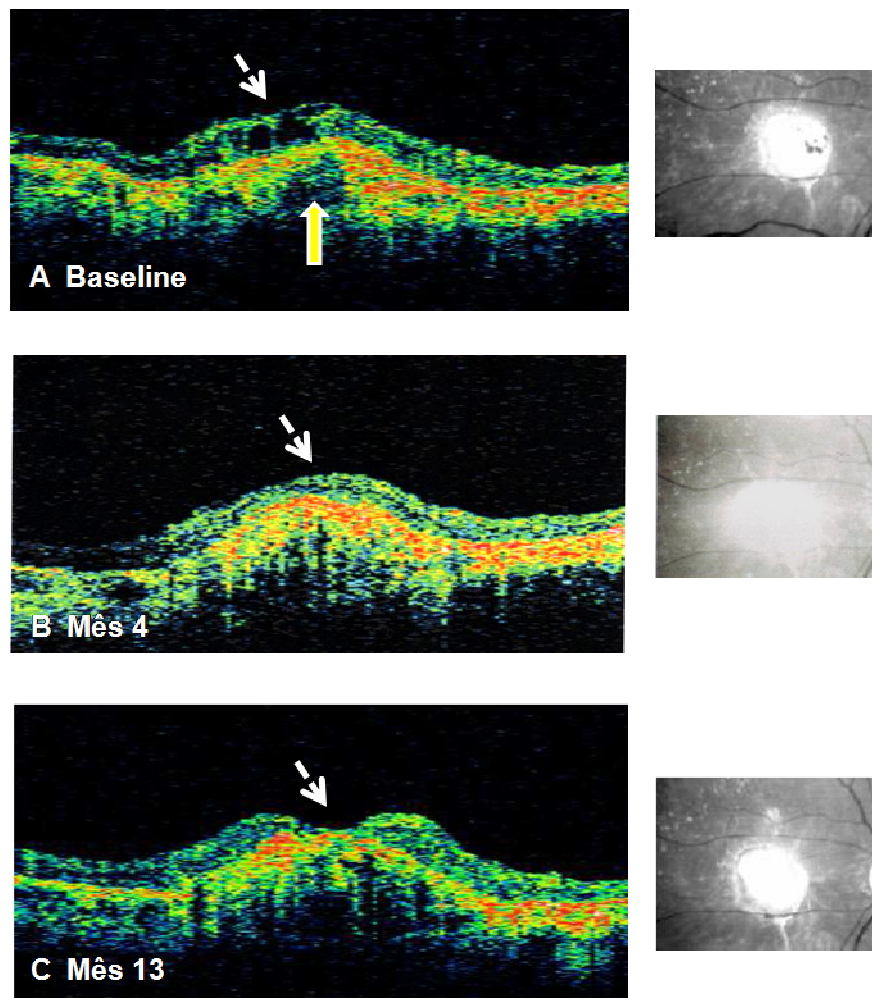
Tomografia de Coerência Óptica (*Stratus OCT*) OD. *Fast Macular Thickness Map* OD com scans verticais de 6.0 mm.
